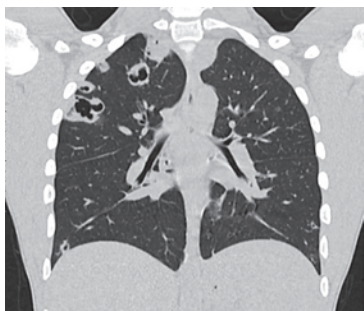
КТ грудной клетки (фронтальная проекция) от 11.02.19
